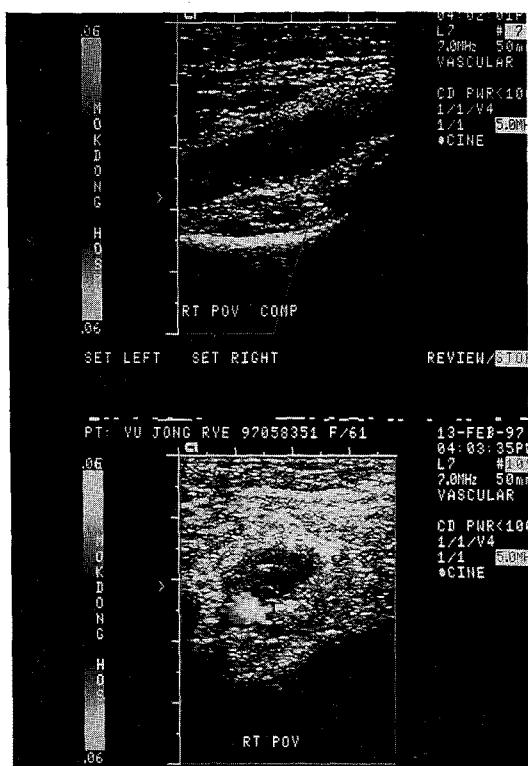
Doppler ultrasound shows echogenic thrombi which are not compressible and no doppler flow signal in right popliteal vein.
